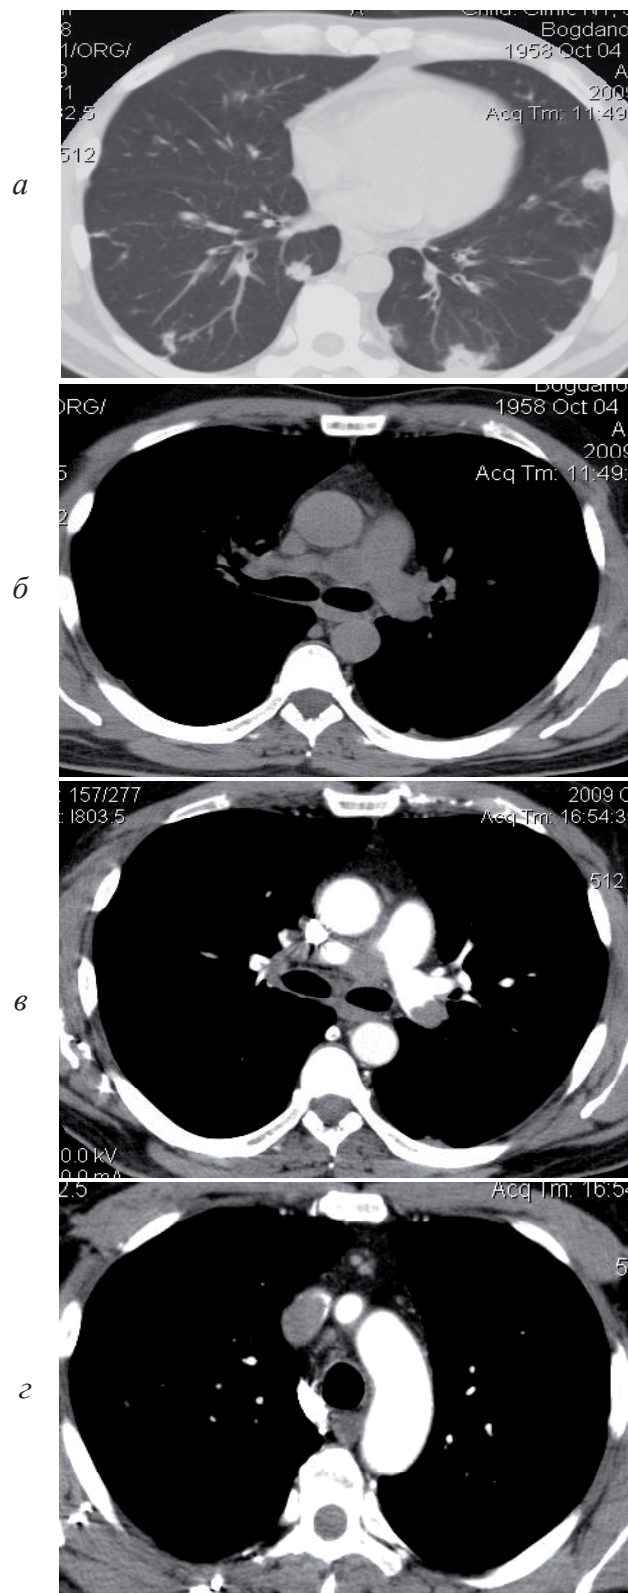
Больной Б., 53 г. Рецидивирующая ТЭЛА, симулирующая проявления васкулита. На аксиальном КТ-срезе в легочном электронном окне в легочной ткани выявляется разнокалиберная полиморфная диссеминация, очаги расположены субплеврально, имеется их связь с сосудами (а). В мягкотканом электронном окне определяется увеличение лимфатических узлов правой трахеобронхиальной группы и аортопульмонального окна (б). При выполнении внутривенного болюсного контрастирования в левой главной и мелких ветвях легочной артерии с обеих сторон выявляются дефекты заполнения их контрастным веществом — тромбы (в), в верхней полой вене также расположен тромб (г)
